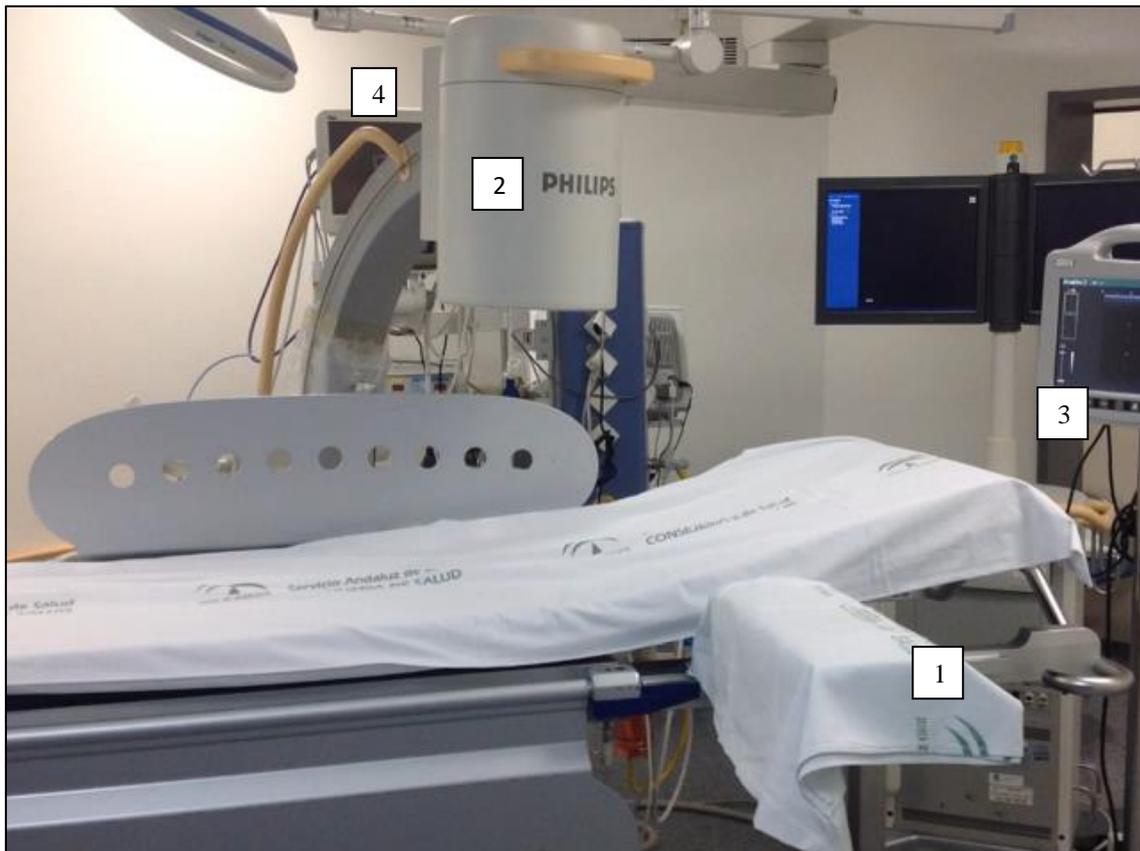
Como se puede observar en esta imagen la sala para la colocación de los catéteres PICC cuenta con una camilla con soporte para el brazo (1), un equipo de radioescopía (2), un equipo de ultrasonidos (3) y un monitor (4). Se trata de una sala plomada diseñada para la realización de técnicas invasivas.
